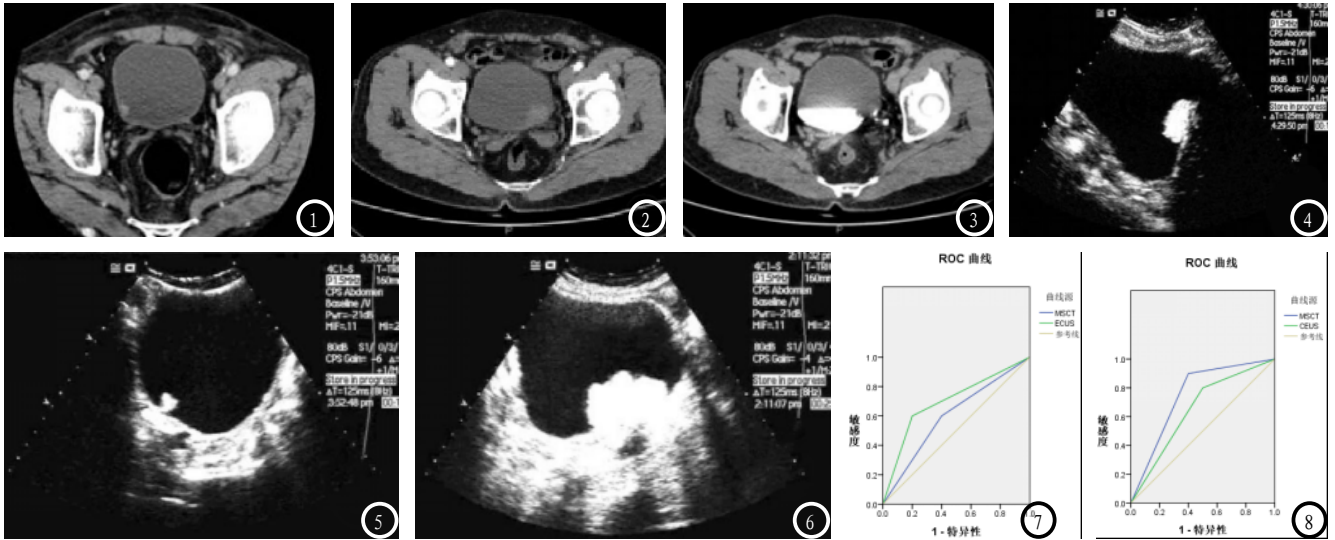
图1为MSCT图像,分期为T1期可见内壁光滑;图2为MSCT图像,分期为T2期可见膀胱左侧壁有轻度强化;图3为MSCT图像,分期为T4期可见病灶充盈缺损;图4-5为CEUS图像,分期为T1期超声造影剂在癌组织内填充,膀胱壁显示清楚;图6为CEUS图像,分期为T4期注射造影剂后可见癌组织、膀胱壁及周围组织增强。图7 MSCT、CEUS对T2期膀胱癌的诊断价值。图8 MSCT、CEUS对T3期膀胱癌的诊断价值。
